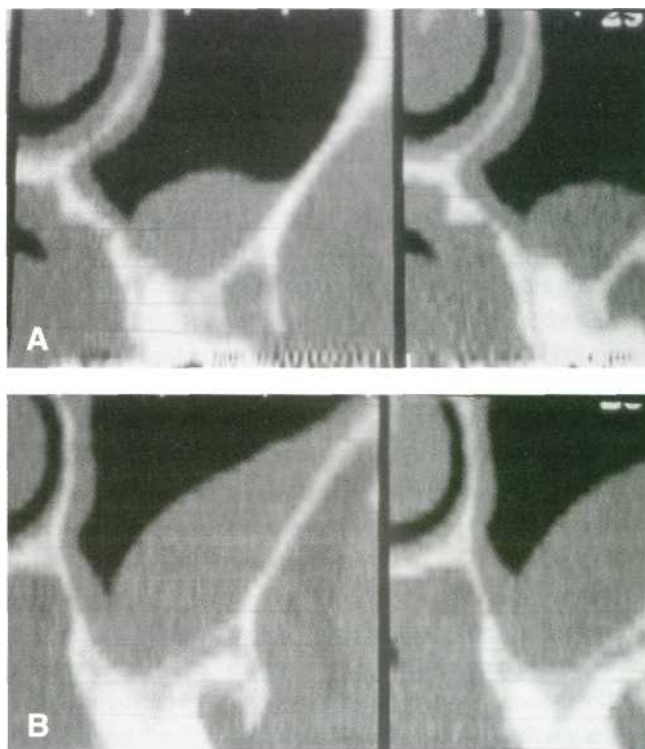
Detalles de un estudio efectuado mediante tomografía computarizada de los senos maxilares. (A) Corte a nivel del 2.6 que nos permite ver una lesión hiperplásica del seno maxilar. (B) Corte a nivel del 2.8 que nos muestra la hiperplasia de la mucosa sínusal.
